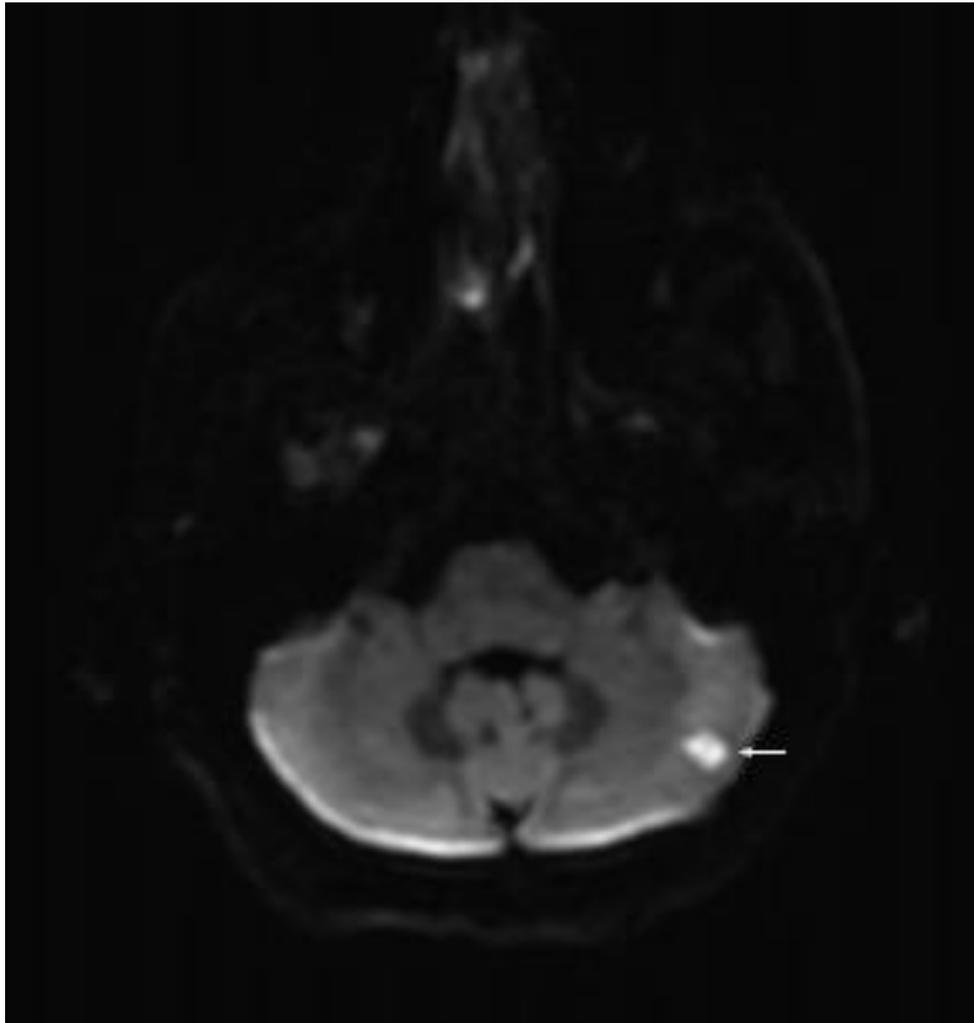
Магнитно-резонансная томография головного мозга пациента К. после АКШ (история болезни 12373/A19)
